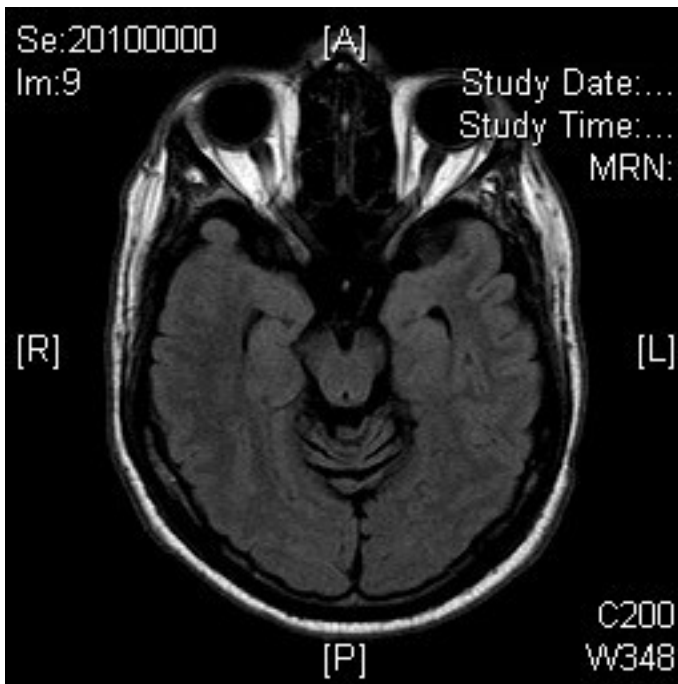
MRT T1-Wichtung transversal. Kein Infarkt im Mesencephalon (Pat. 13).
